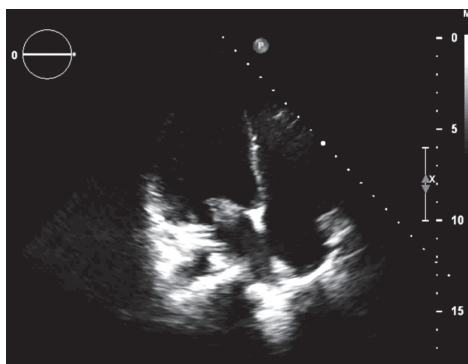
Эхокардиограмма пациентки А., 16 лет. Апикальная 4-камерная проекция. Vegetации на передней створке митрального клапана
